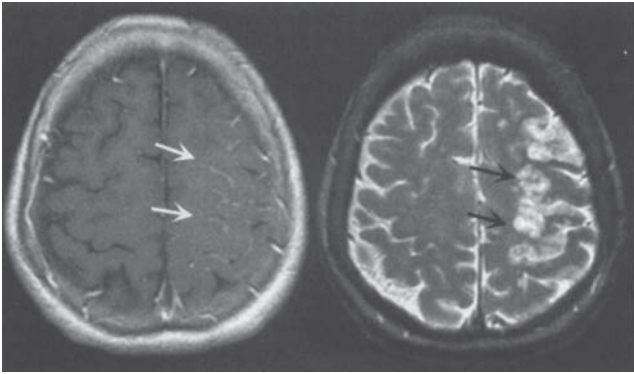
Rezultatele RMN în infarctul cerebral acut. Debut acut cu hemipareză dreaptă. Imagine axială, postcontrast, T1 (*stânga*), evidențiază creșterea contrastului în patul vascular (*săgețile albe*), distal de stenoza cu grad mare de obstrucție sau ocluzie. Gadolinium se filtrează lent în vase prin colaterale, producând accentuarea vaselor distal de ocluzie. 24 ore mai târziu, prelungirea anormală a semnalului în T2 este observată în cortexul irigat de ocluzia arterei cerebrale mijlocii (*imaginea din dreapta*, *săgețile albe*).
